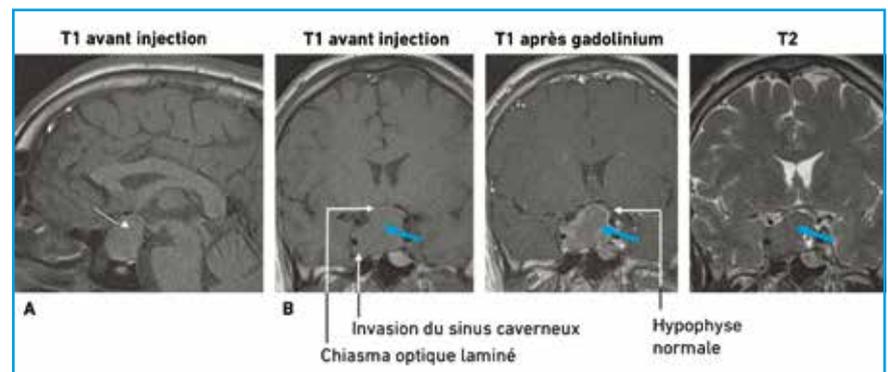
Macro-adénome hypophysaire en IRM (Source : CEEDMM, 2021).
